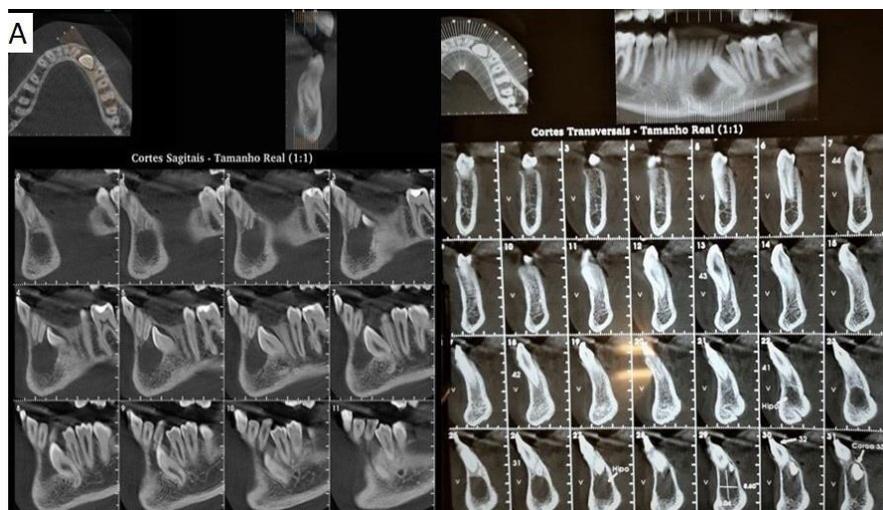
Tomografia computadorizada de feixe cônico (*cone beam*) pré-operatório
